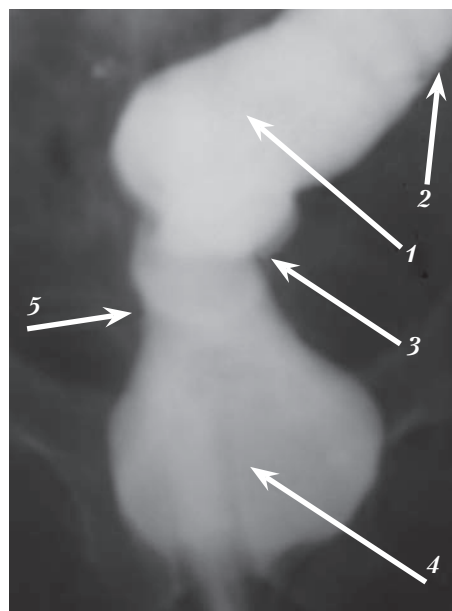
Рентгенограмма сформированной ампулы прямой кишки после низкой передней резекции прямой кишки: 1 — сформированная ампула прямой кишки; 2 — проекция физиологического сфинктера Балли; 3 — проекция физиологического сфинктера Росси-Мутье; 4 — нижеампулярный отдел прямой кишки; 5 — область колоректального анастомоза
